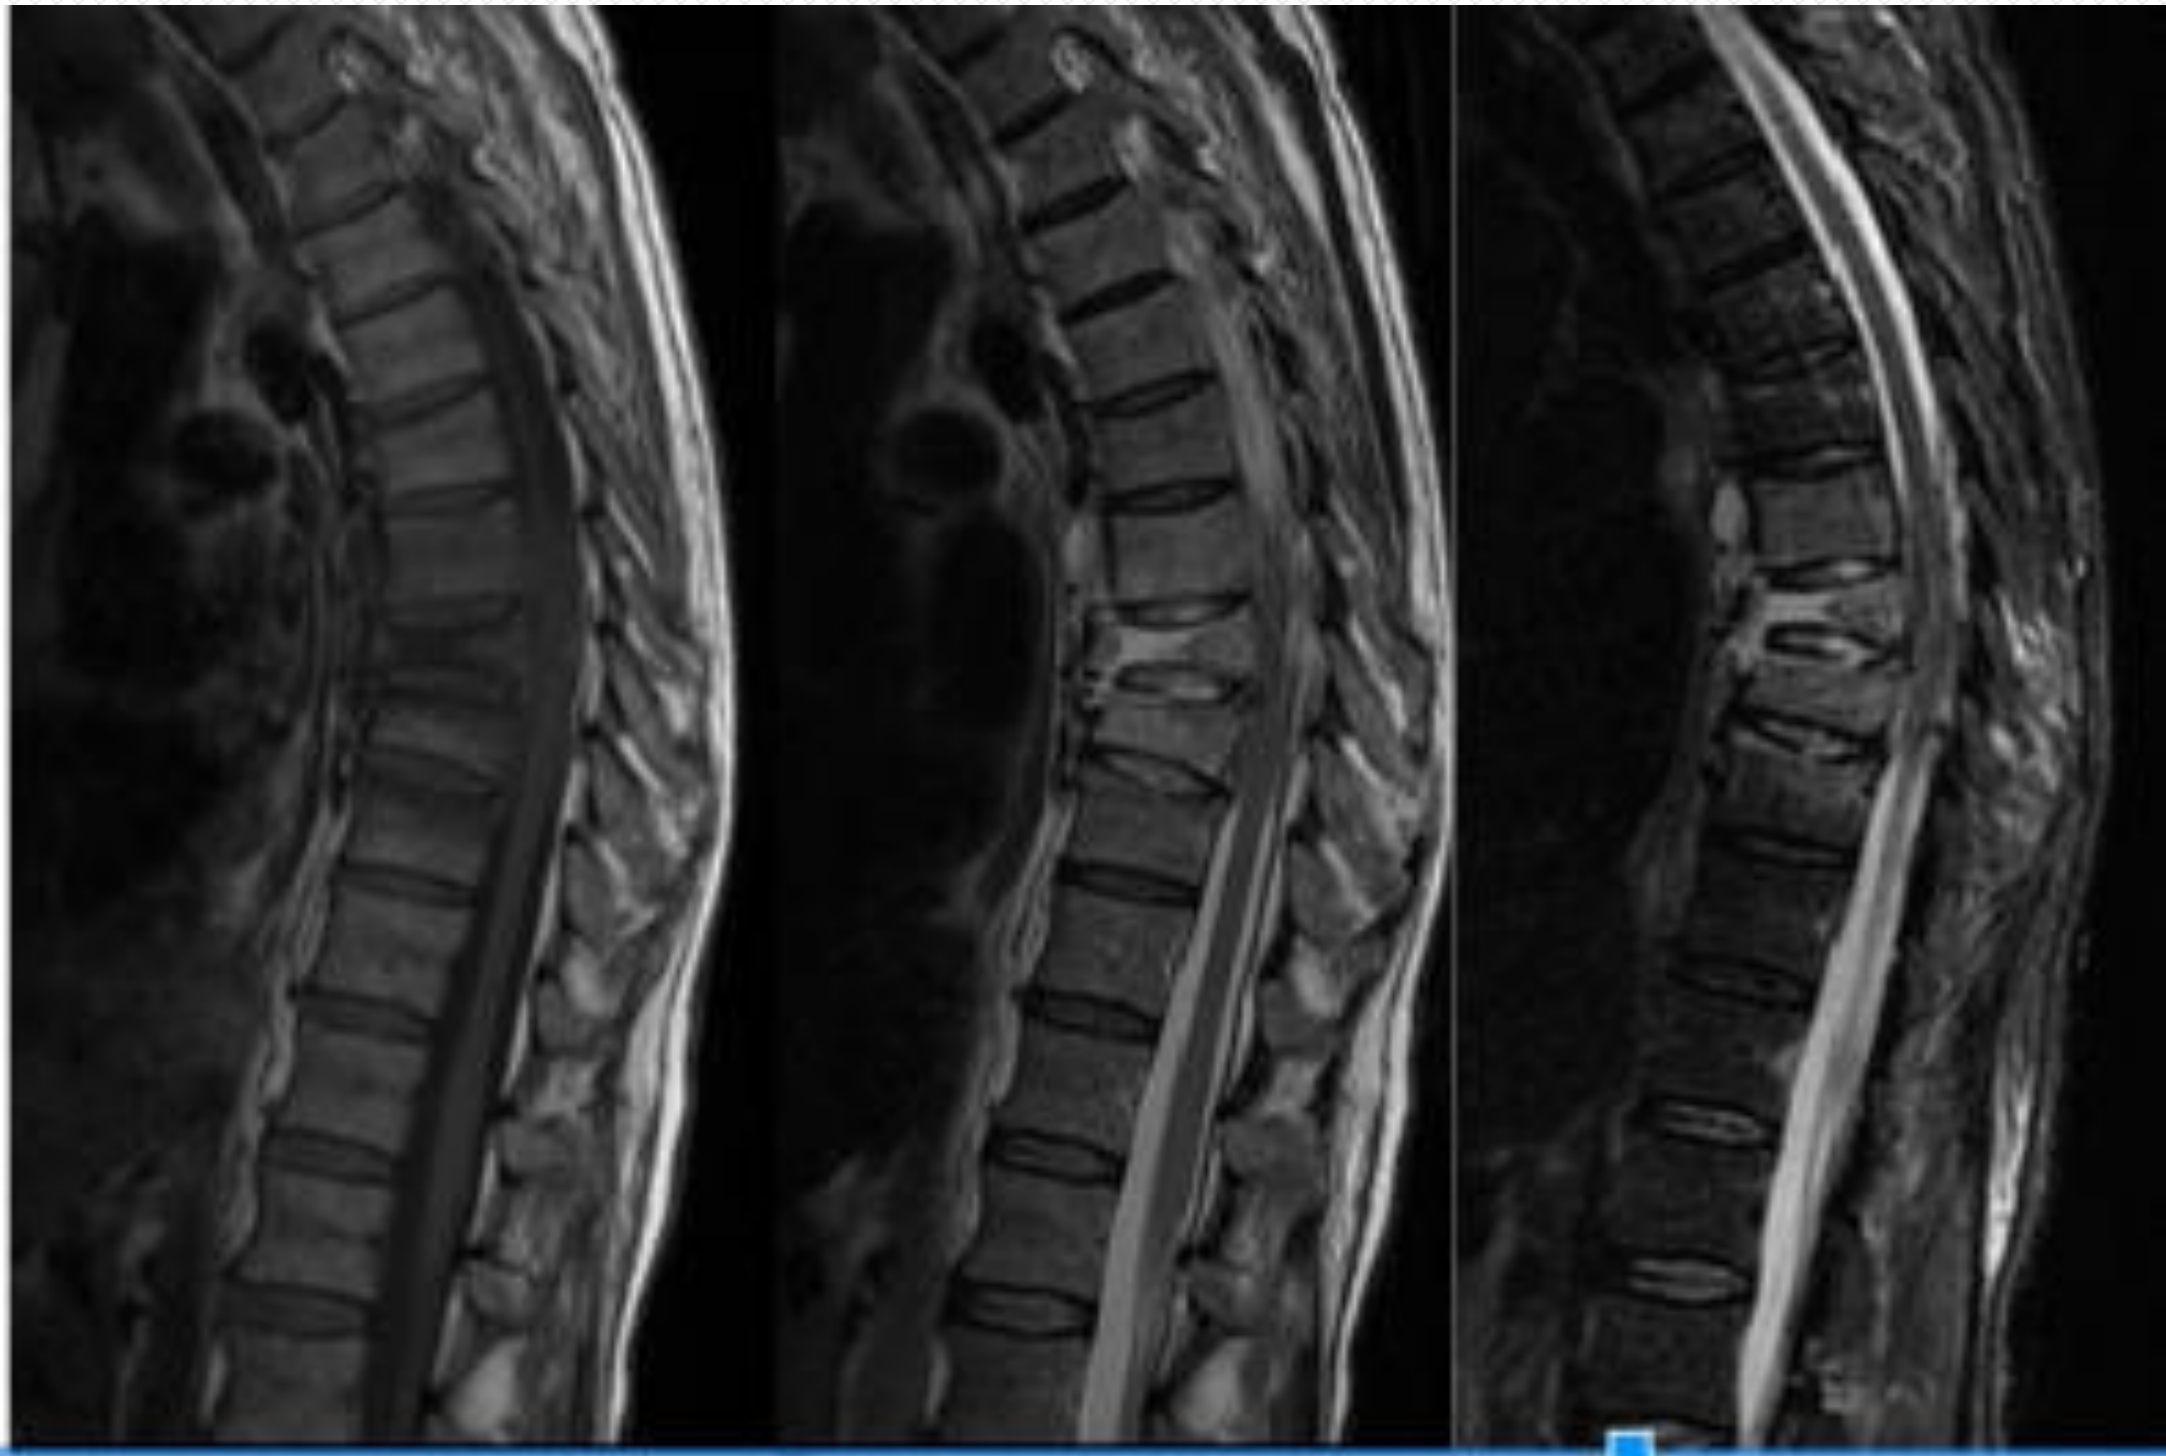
RMN corte sagital secuencia T1, T2, STIR
